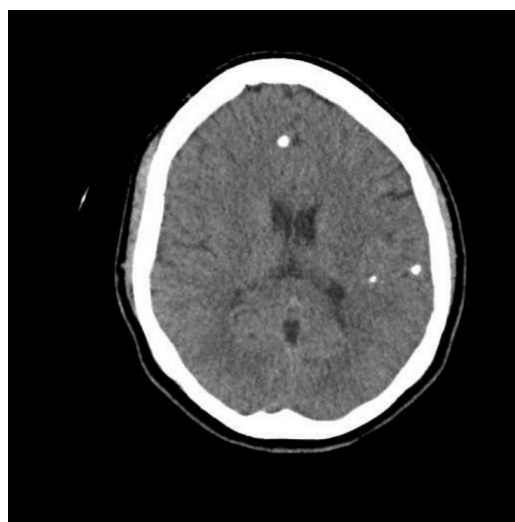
Radiografia mostrando cistos calcificados
